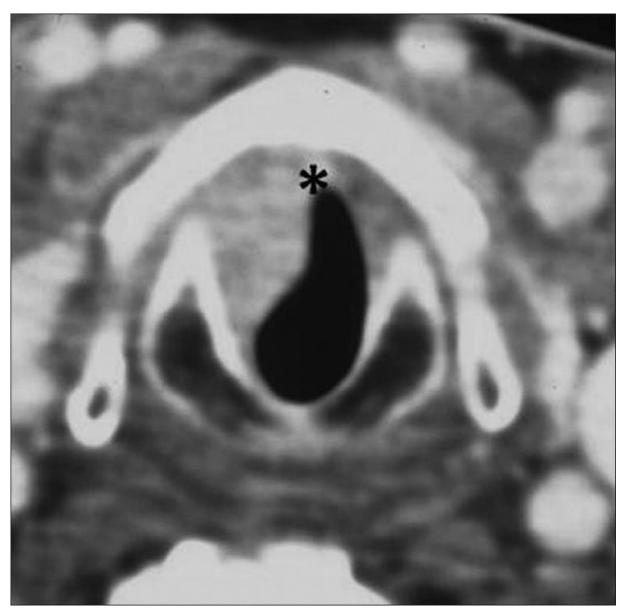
Subglottic SCC. Axial contrast CT image through the subglottis shows a smooth well-defined enhancing mass is seen on the right side (thin white arrows) reaching anteriorly just below the anterior commissure (black asterisk)
